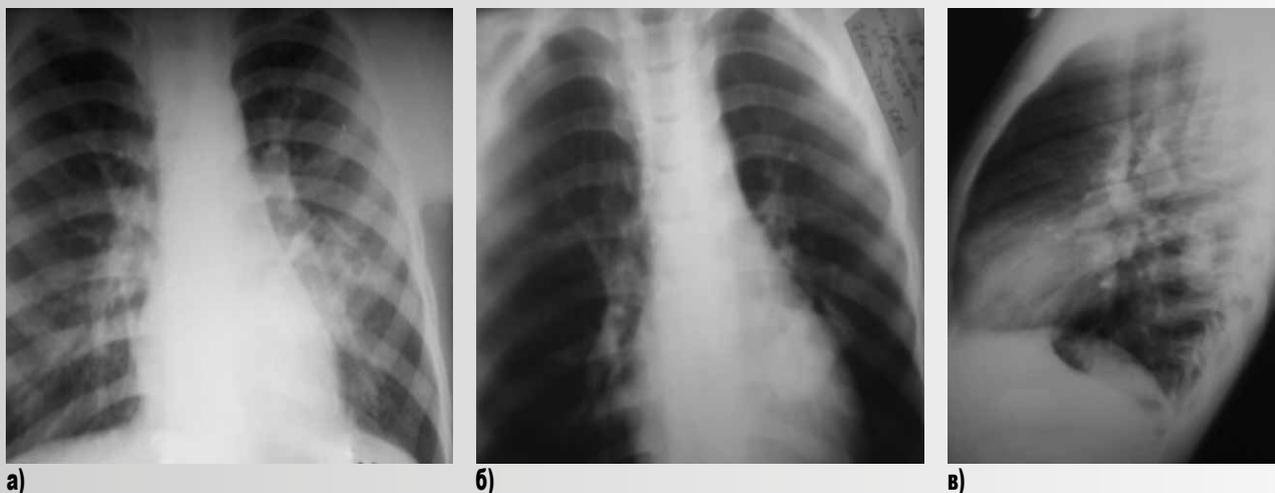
Рентгенограммы больного С. М., 7 лет 8 мес, с нагноившимся эхинококкозом левого легкого: а) обзорная рентгенограмма грудной клетки; в 6-м сегменте левого легкого снижение пневматизации за счет инфильтрации; б) после проведения курса антибиотикотерапии в передней проекции; в) боковая рентгенограмма после курса антибиотикотерапии
